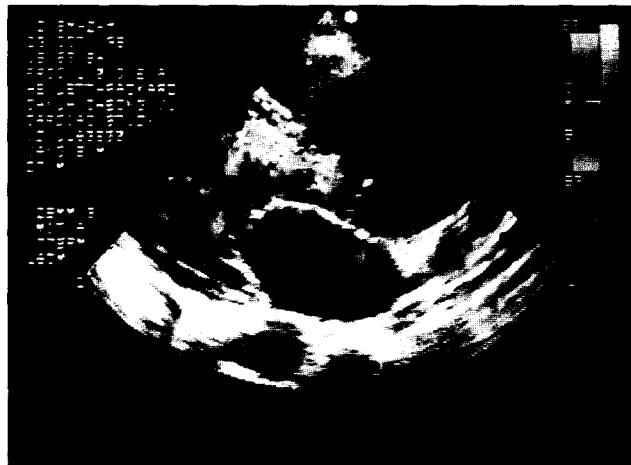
Echocardiography-parasternal long axis view ; Severe aortic annular dilatation with grade IV AR, moderate MR, and intimal tearing at above the annulus through which the blood flow enters into false lumen.
